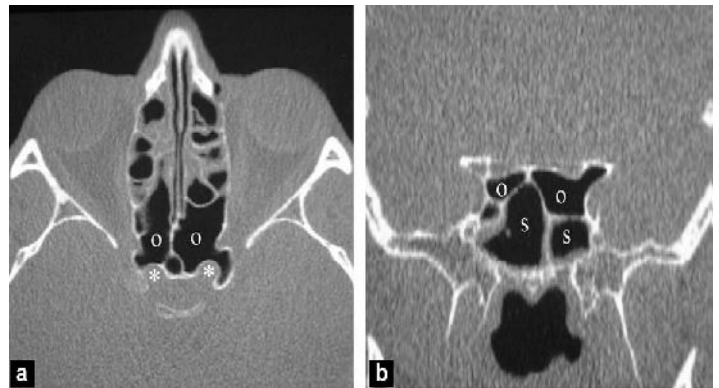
Cellule ethmoïdale reculée : a : TDM axiale en fenêtrée osseuse, l'hypertrophie d'une cellule ethmoïdale reculée encore appelée cellule d'Onodi (o) entraîne un contact entre l'ethmoïde et le canal optique
